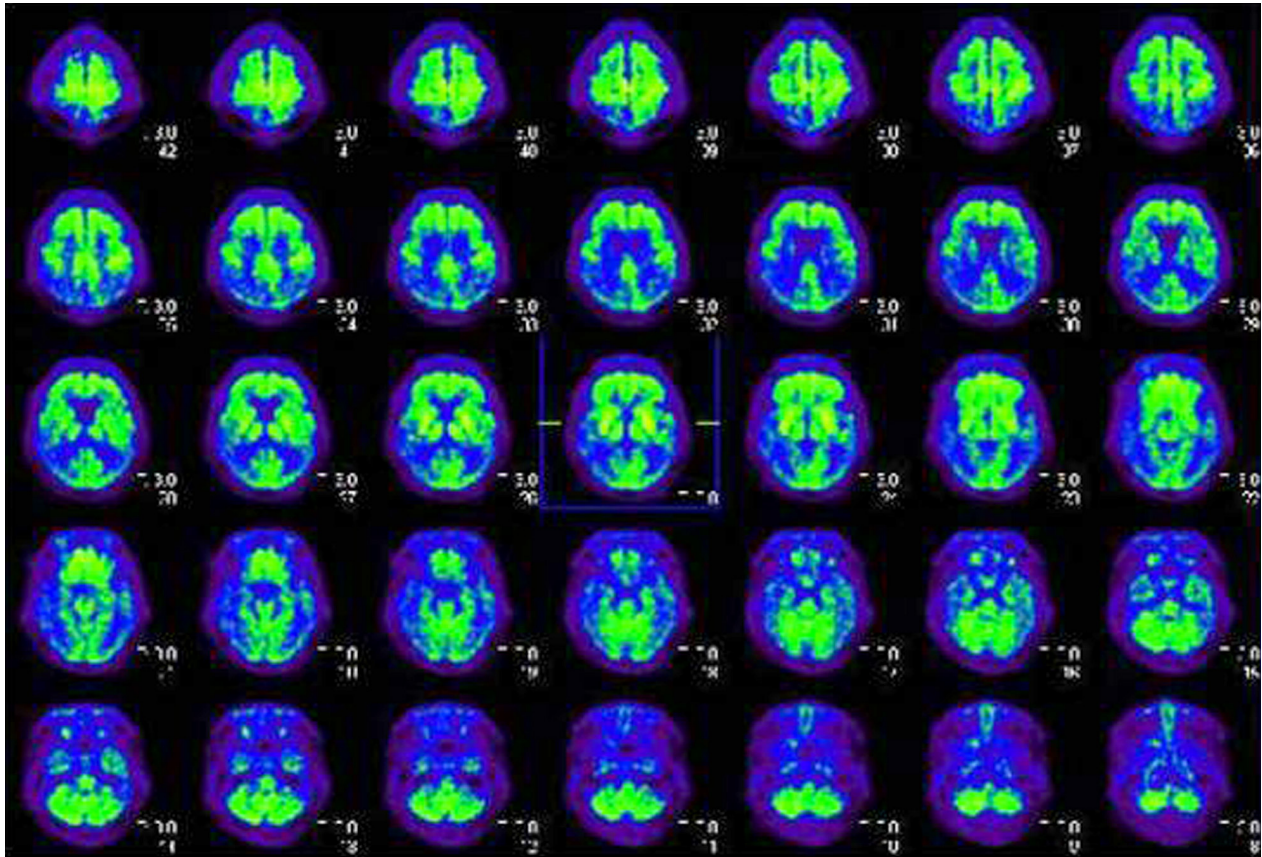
Brain  $^{18}\text{F}$ -FDG PET of the patient shows widespread hypometabolism predominant in both temporo-parieto-occipital areas.
